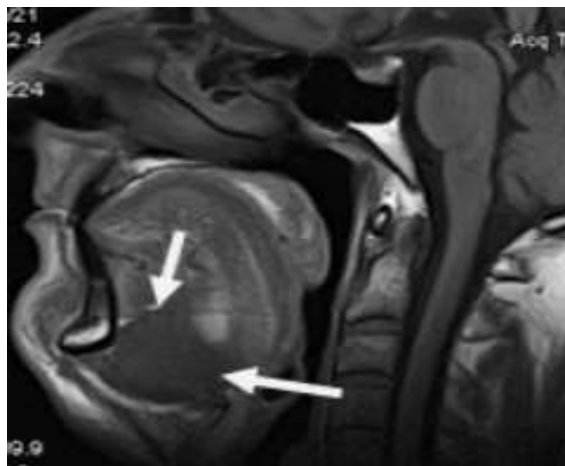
Больной Т., 58 лет. МРТ ротоглотки в сагиттальной проекции в режиме T1-ВИ. Опухоль дна полости рта с переходом на нижнюю поверхность языка (белые стрелки).
